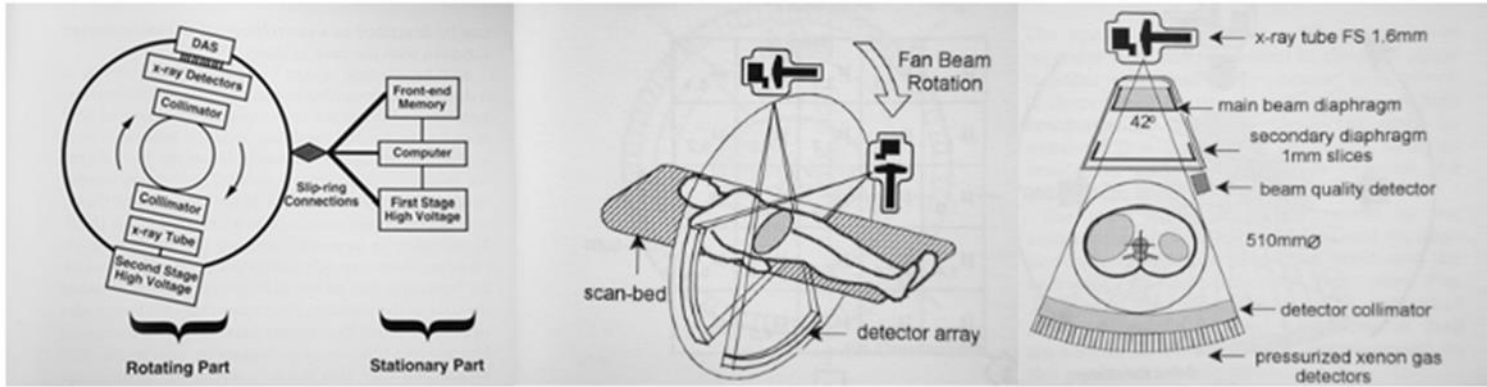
9: Principe de fonctionnement du TDM
